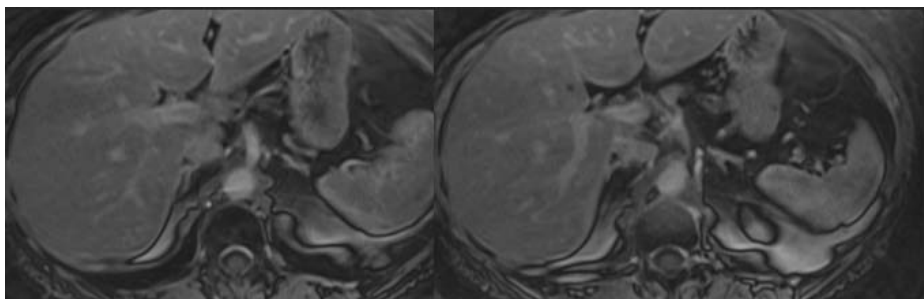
IRM des surrénales normales séquences T1 après injection de gadolinium
